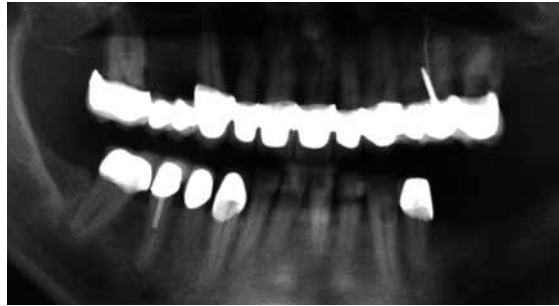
Zugehöriges Orthopantomogramm: überstehende Kronen, parodontaler Abbau, missglückte endodontische Behandlung bei 25
